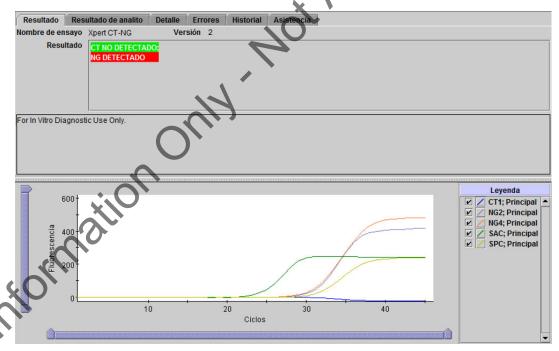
Xpert CT_NG - CT no detectado y NG detectado
